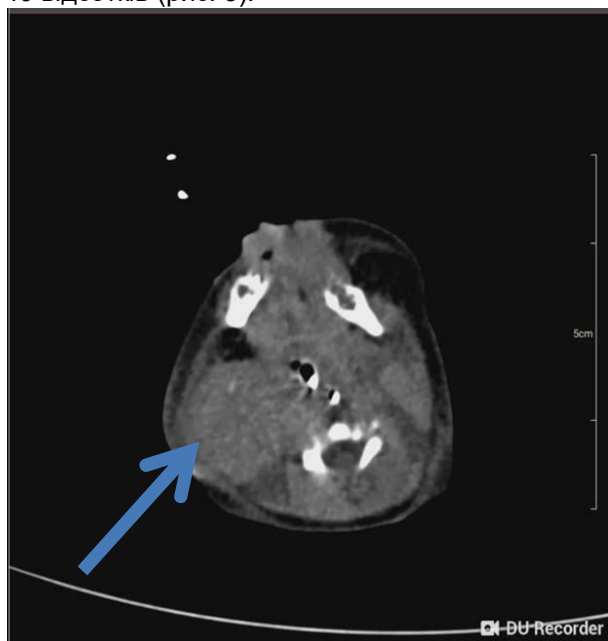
Зображення КТ пухлини на одному зі зрізів через 40 днів від народження.
